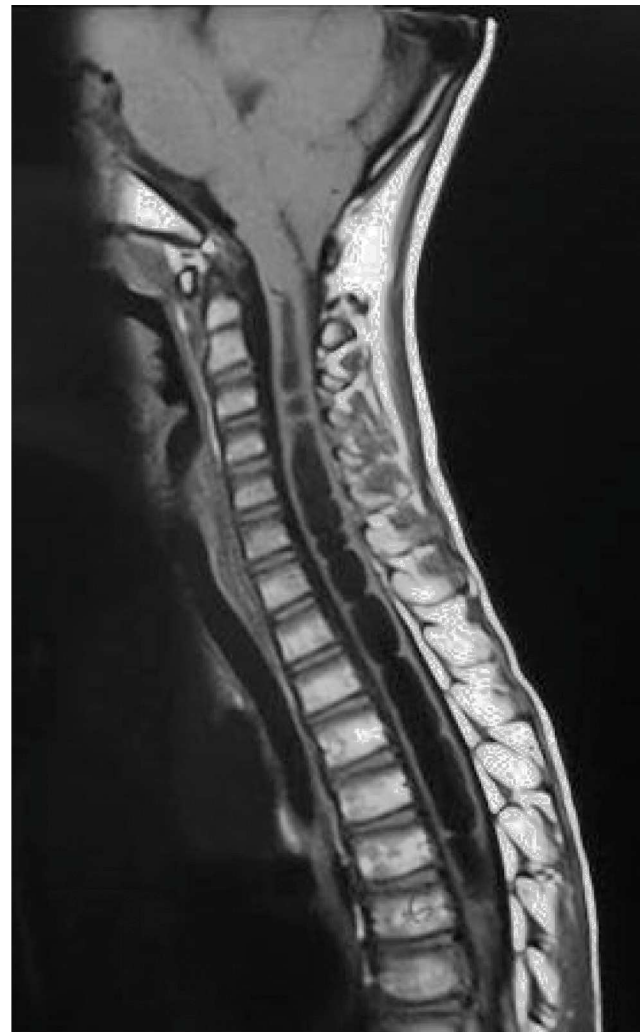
RM en secuencia T1. Cavity siringomielia de C1 a T8.
